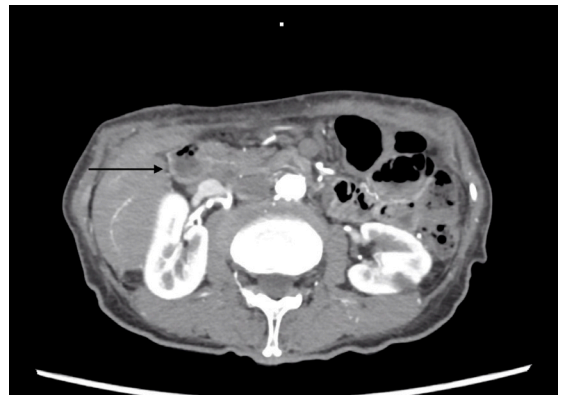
Tomografia de abdome com nódulo hipotênso de 5 mm em ampola duodenal.
